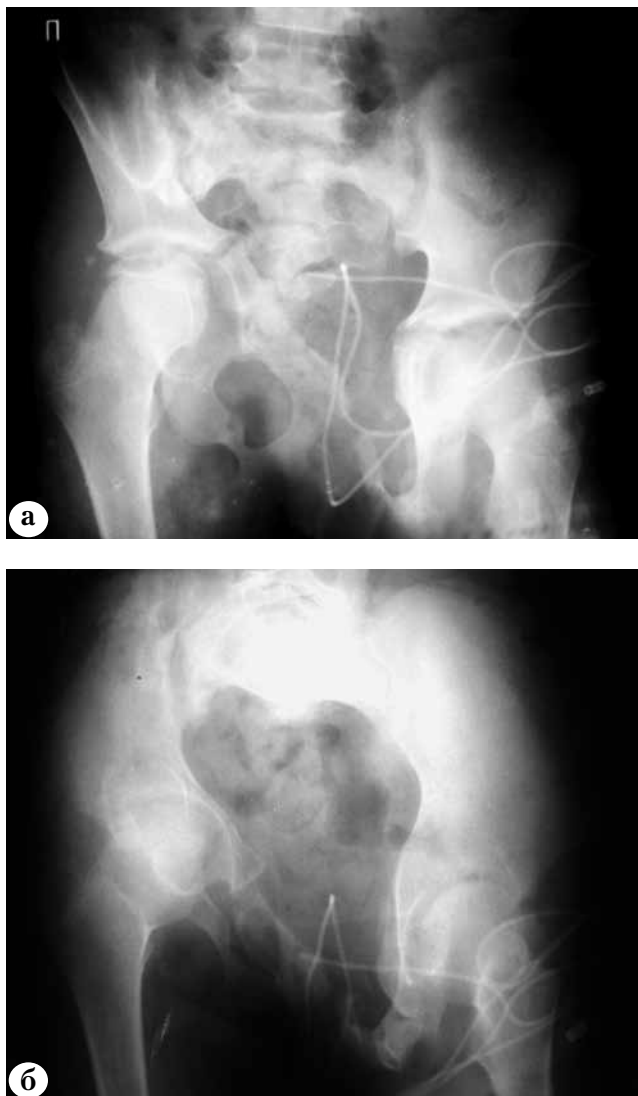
Рентгенограммы пациентки Ф. через 1,5 года после травмы: а – прямая проекция; б – проекция inlet
